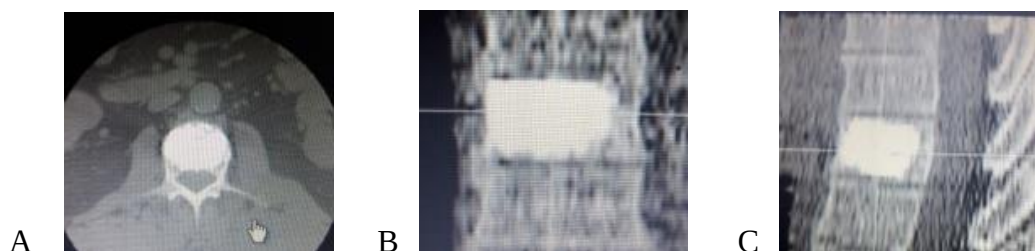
CT toraco-lombară de control A, B, C. A- secțiune axială; B, C: secțiuni sagitale: aspect imagistic satisfăcător.
